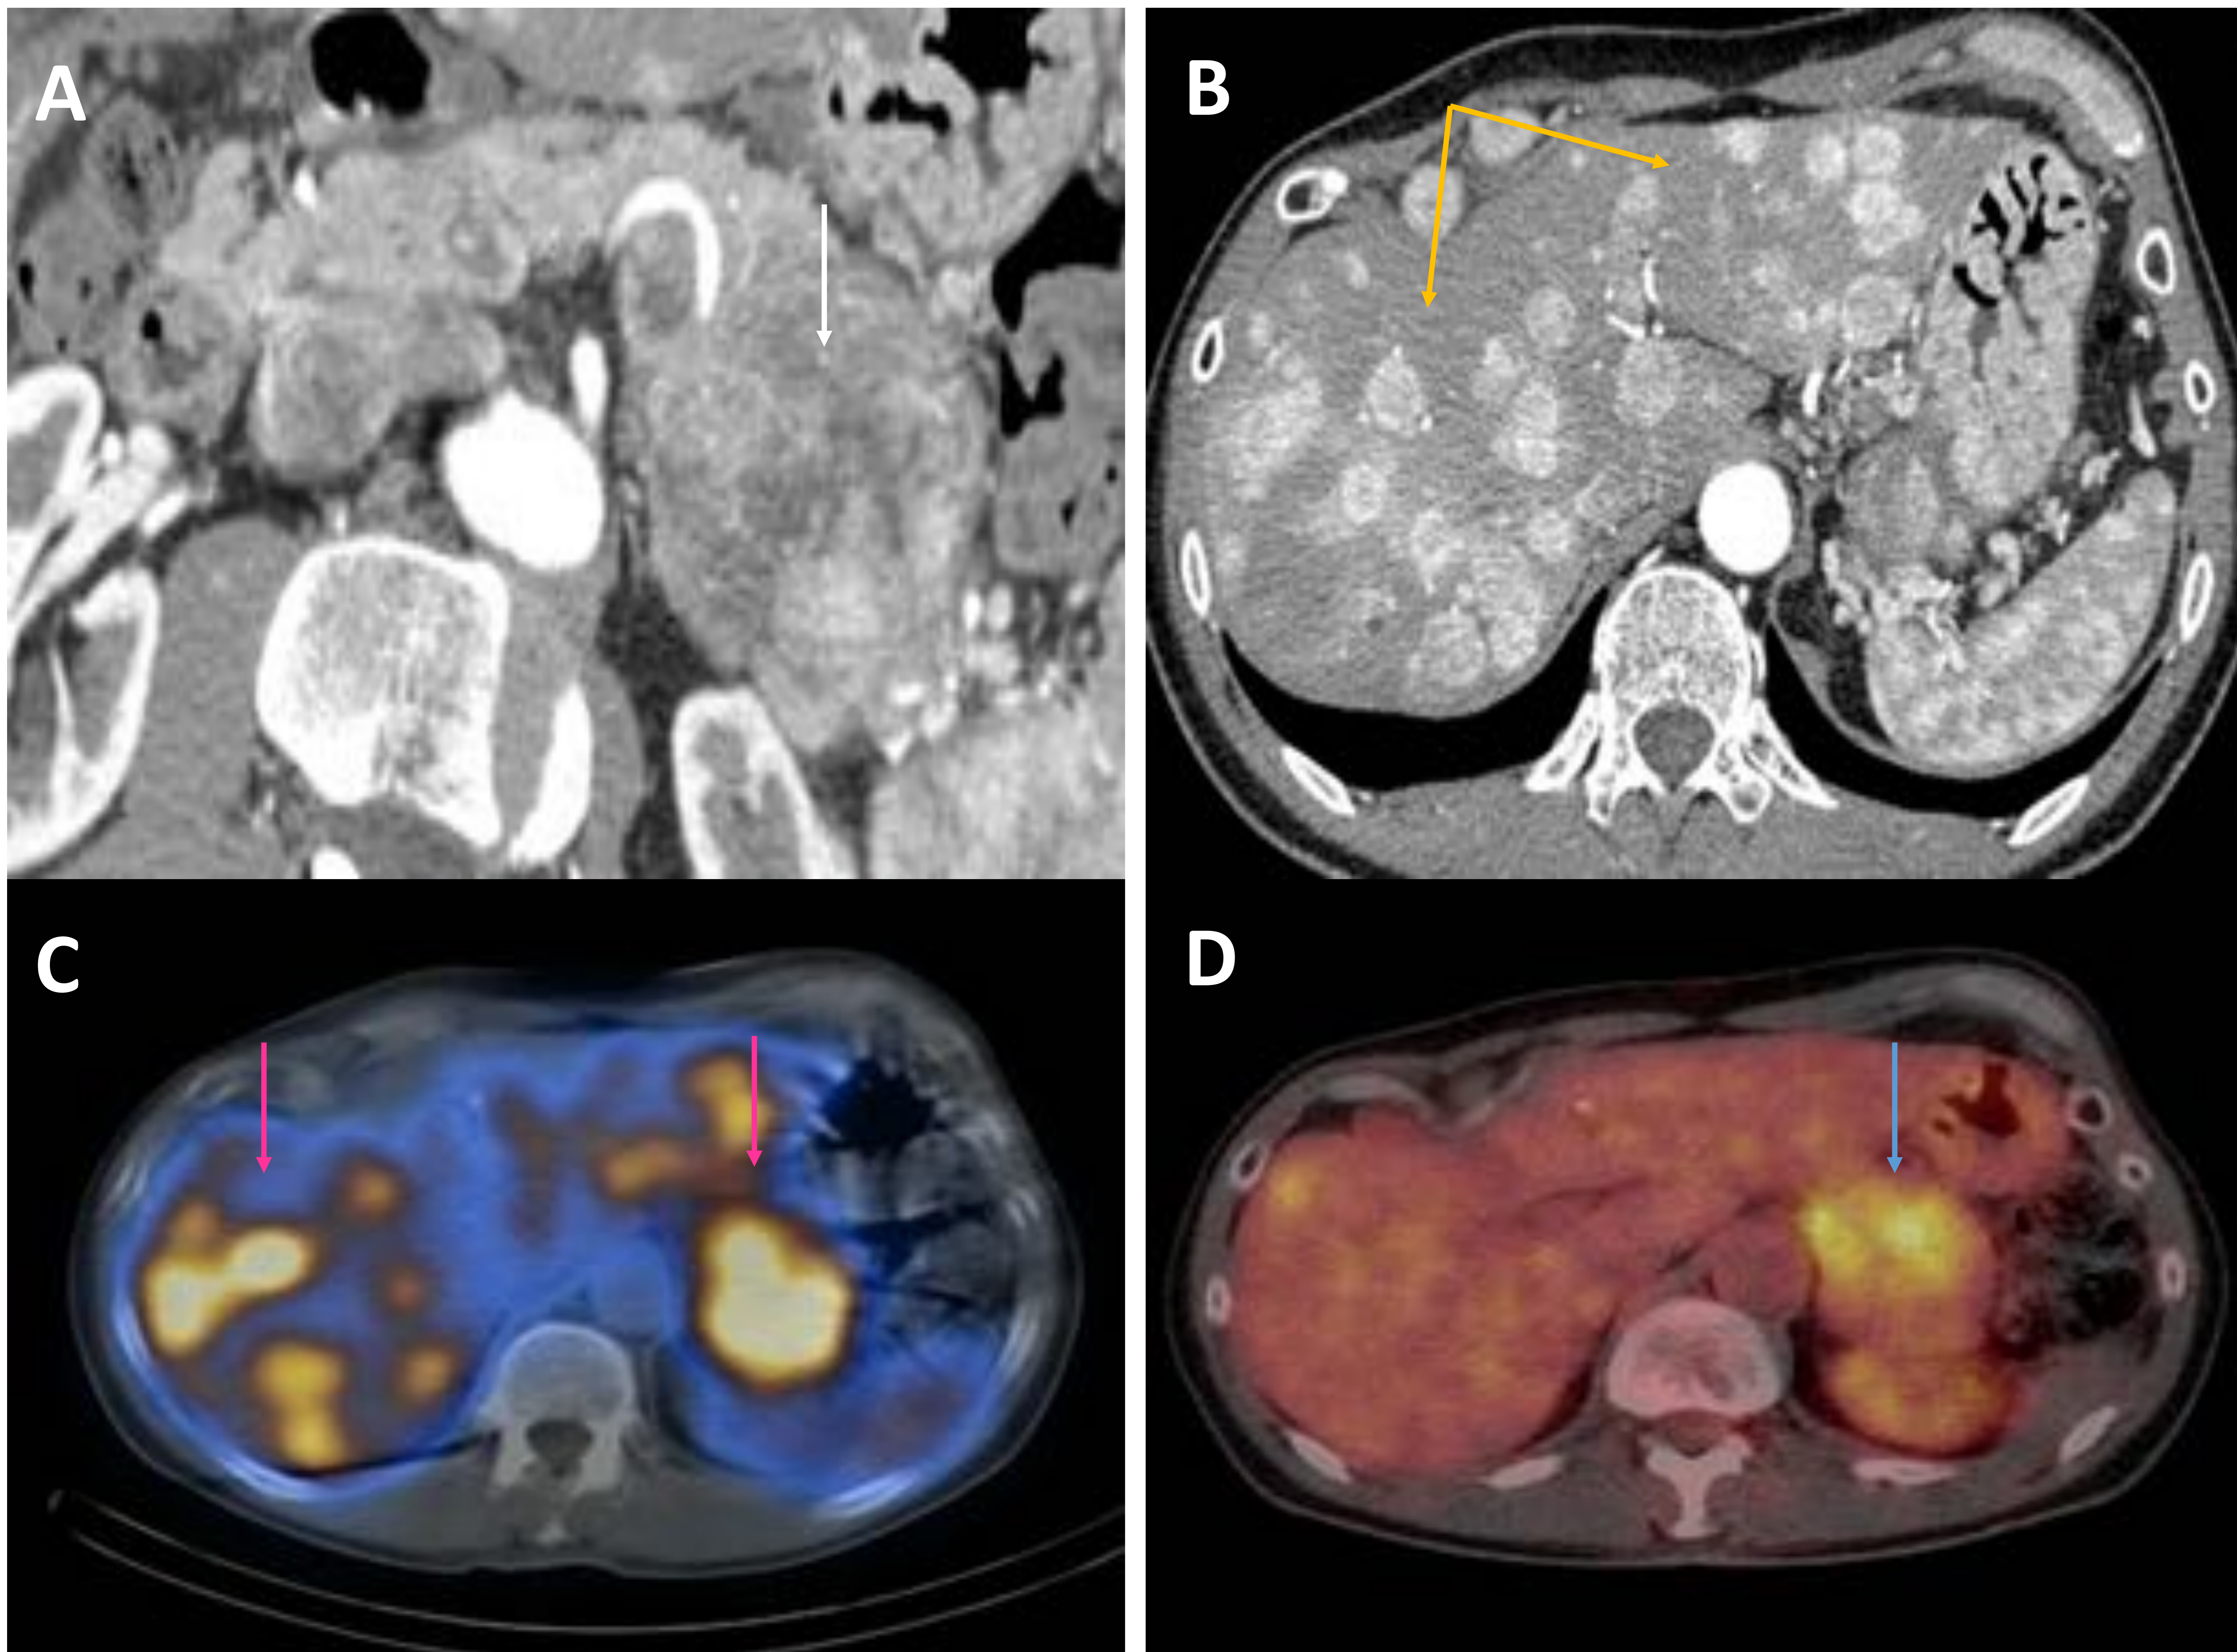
Varón de 56 años con TNEp diseminado, bien diferenciado subtipo G3 (Ki 67 70%). Imagen A: la TC muestra una masa de 4 x 4,5 x 7 cm, de márgenes imprecisos y con captación heterogénea de contraste sugestiva de TNEp de alto grado. Imagen B: Múltiples LOES hepáticas hipervasculares sugestivas de metástasis hepáticas. Imagen C: En el octreoscan tanto el tumor primario como las metástasis hepáticas presentan captación del radiotrazador confirmando la existencia de TNEp con receptores de la somatostatina. Imagen D: En la PET la masa tiene un SUV máximo de 9,8 compatible con una tumoración de alto metabolismo. Radiológicamente es sugestivo de un TNEp de alto grado.
